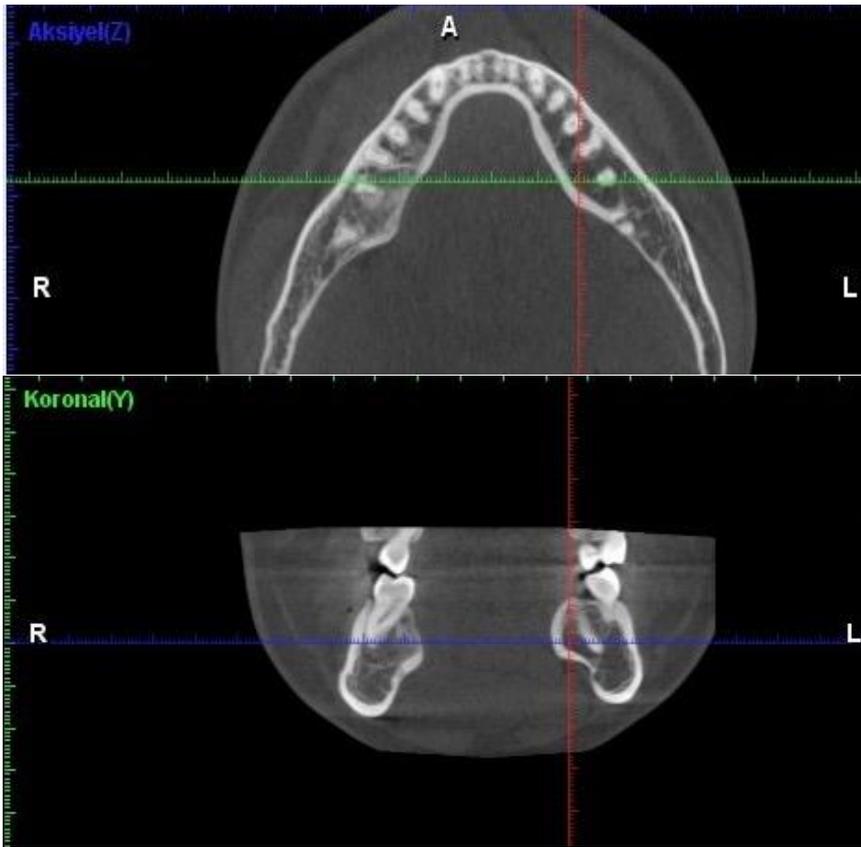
CBCT X-ray image in the 6th month after the operation
